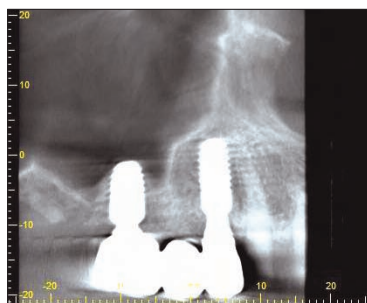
Απεικόνιση υπολειπόμενου ύψους στην οπίσθια περιοχή της άνω γνάθου, μέσω CBCT.
